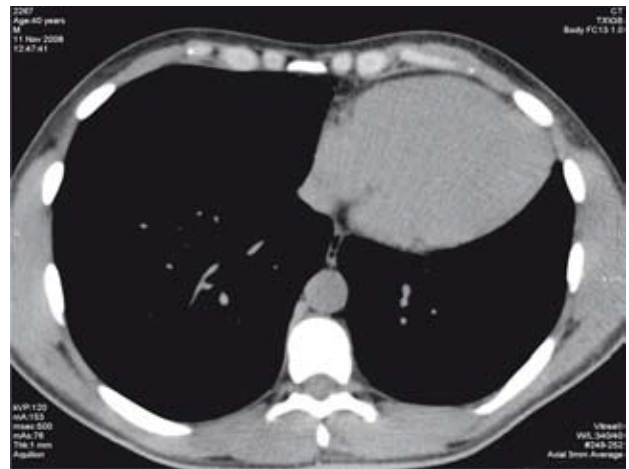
Tomografía computarizada multicorte.
